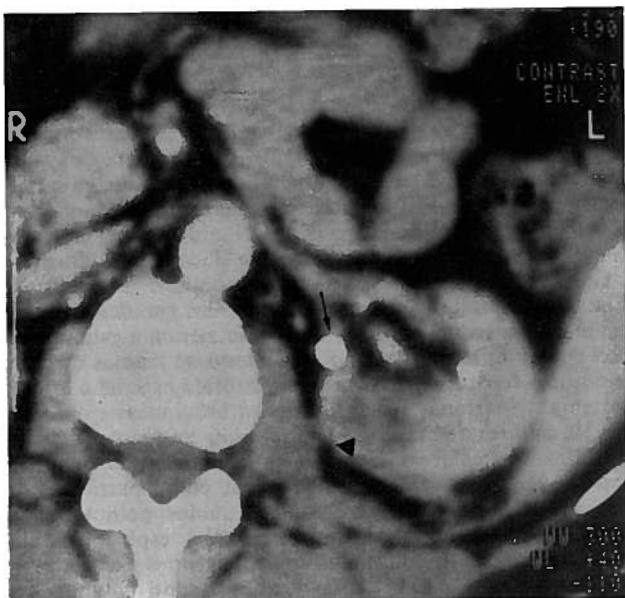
Tomografia Computorizada do rim esquerdo com contraste IV realizada sete dias após a intervenção intra-arterial e em que se pode observar o pequeno enfarte residual renal (triângulo) e persistência do balão insuflado na artéria embolizada (seta).
